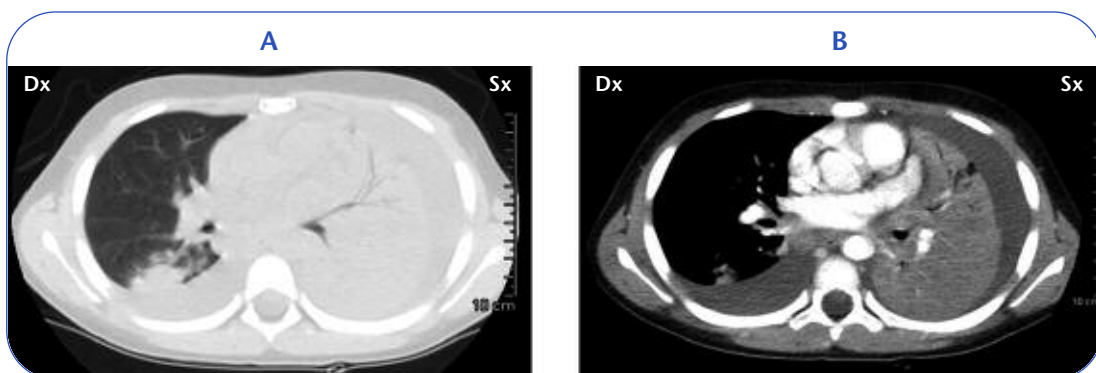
a, b Tomografia computerizzata del torace con notevole quota di versamento pleurico sinistro, atelettasia compressiva del parenchima polmonare adiacente. È presente una discreta quota di versamento pleurico destro con fenomeni consolidativi a carico del segmento posteriore del lobo superiore destro e al segmento apicale del lobo inferiore.
